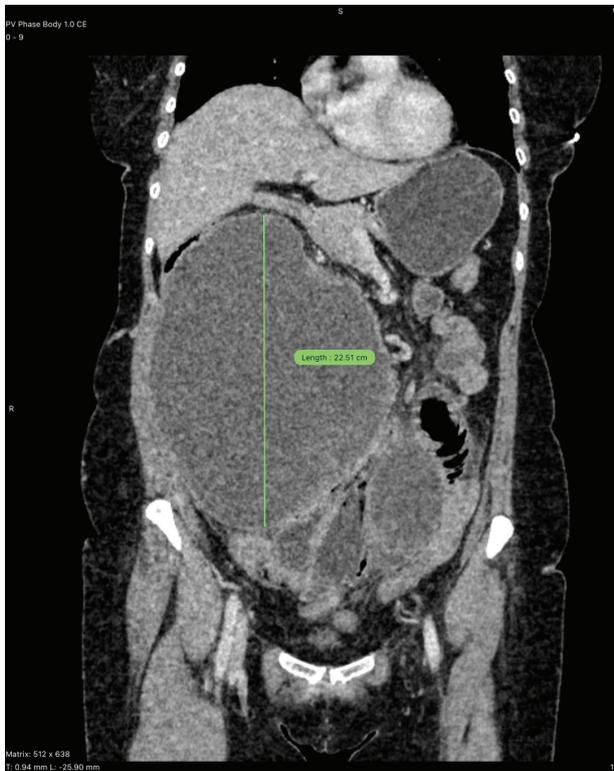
CT 03/19/2019 - "Recurrent tumors of the abdominal cavity diameter 225 mm and 95 mm with a heterogeneous structure with the invasion of the jejunum"
